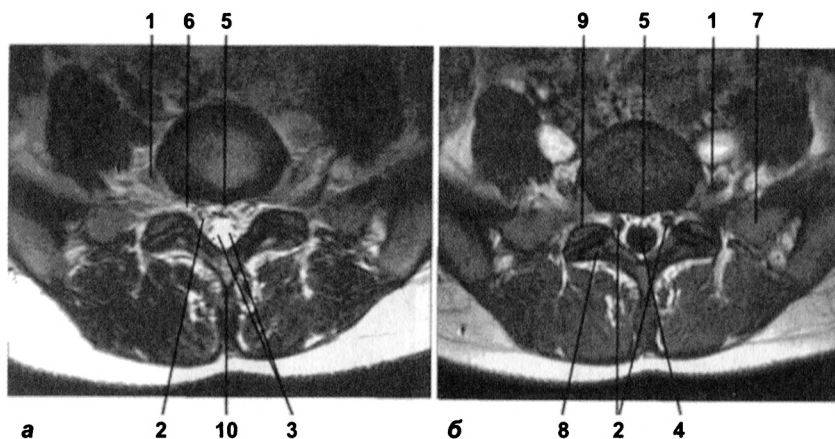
МРТ в аксиальной плоскости на уровне L_5-S_1 . На T1- (а) и T2-ВИ (б) визуализируются:
